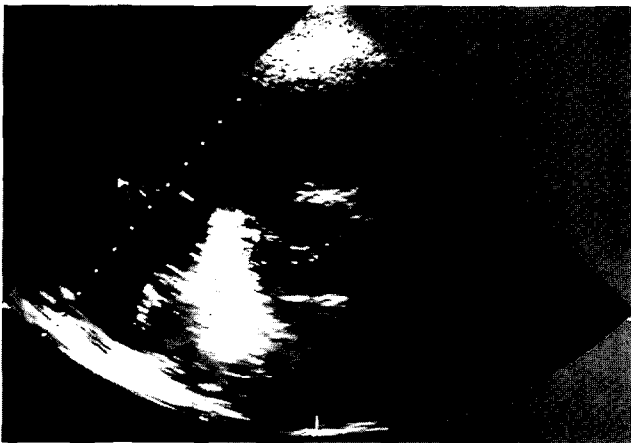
Preoperative 2-D echocardiogram showed a atrial communication.
